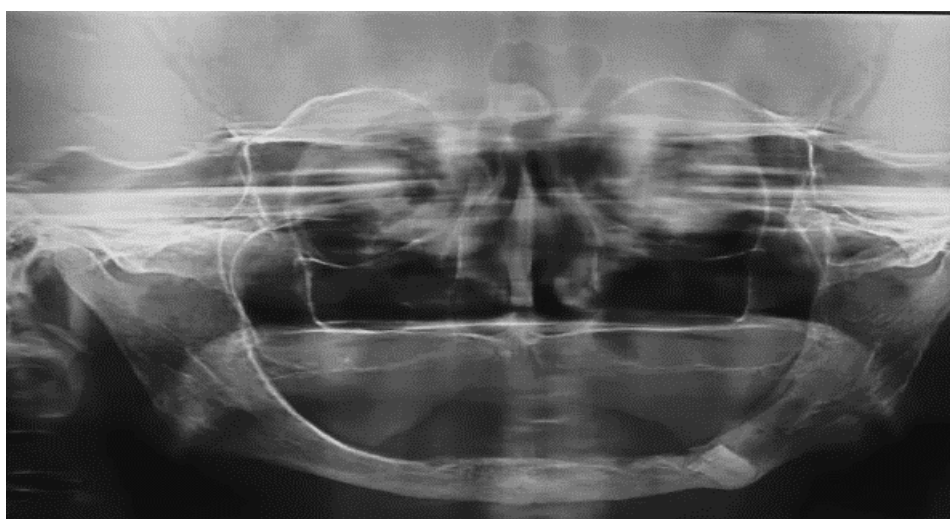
Radiografia pós-operatória de 1 ano evidenciando ausência da lesão e raiz residual do 37.
